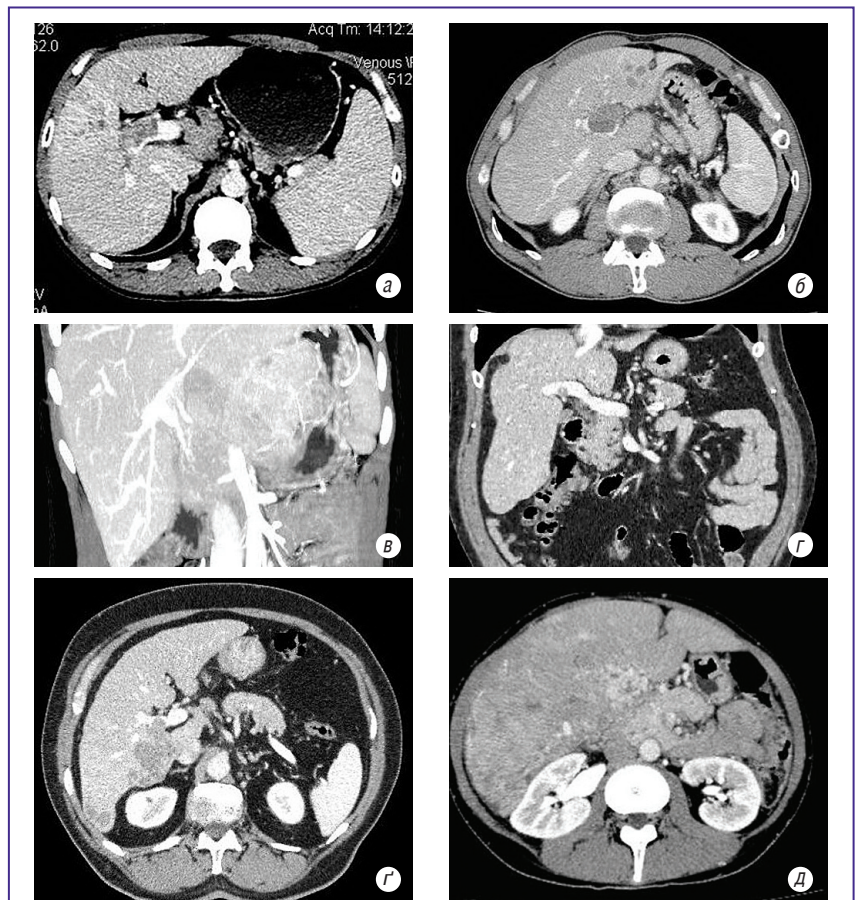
СКТ печінки. ГЦК: а — тромбоз правої гілки ВВ (портальна фаза, аксіальна проекція); б — тромбоз лівої гілки ВВ (портальна фаза, аксіальна проекція); в — компресія лівої гілки ВВ (звужена) (портальна фаза, коронарна проекція); г — тромбоз правої гілки ВВ (портальна фаза, коронарна проекція); д — інвазія в праву гілку ВВ та нижньої порожнистої вени (портальна фаза, аксіальна проекція); е — дифузна структура пухлини, сформований колатеральний (мезопортальний) кровотік (портальна фаза, аксіальна проекція)
